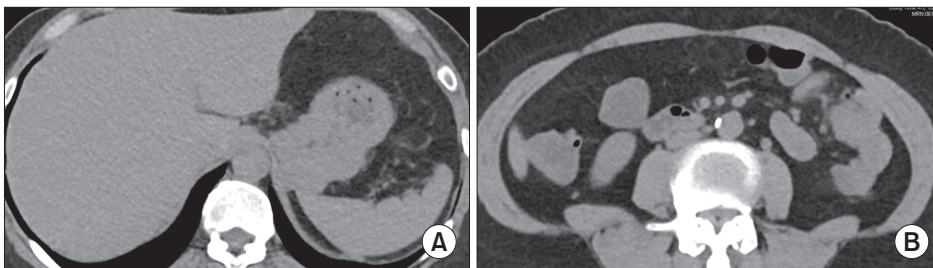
Abdominal computed tomography scan findings of the current case patient. (A) Fatty liver without splenomegaly, (B) atherosclerosis in abdominal aorta.
